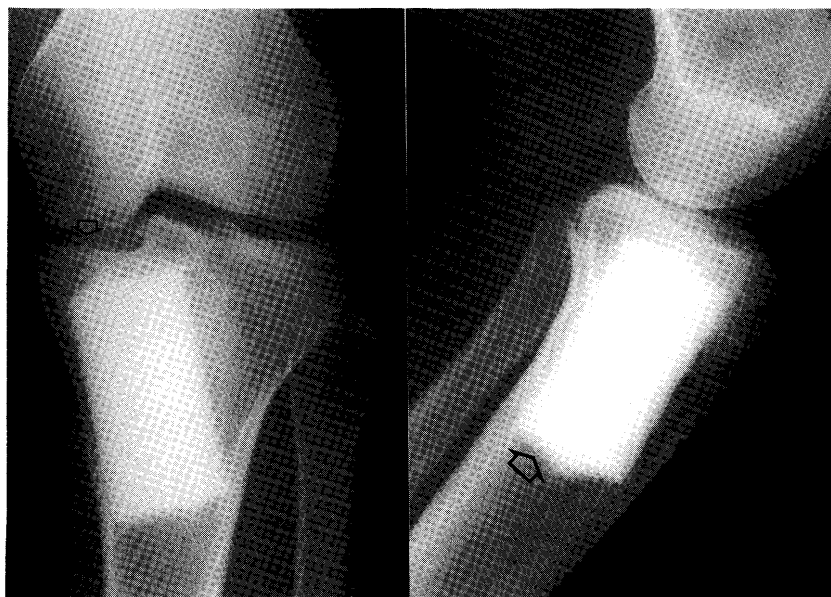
症例1 術後5年6ヵ月のX線像。側面像の矢印は海綿骨と人工骨が結合しているのを示す。関節裂隙の軽度狭小化を認める。
